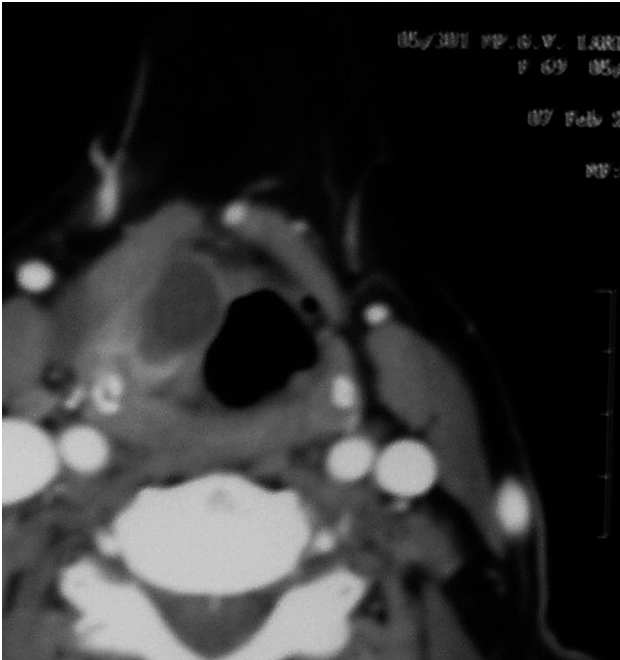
imagen TAC del componente intralaringeo del quiste.
